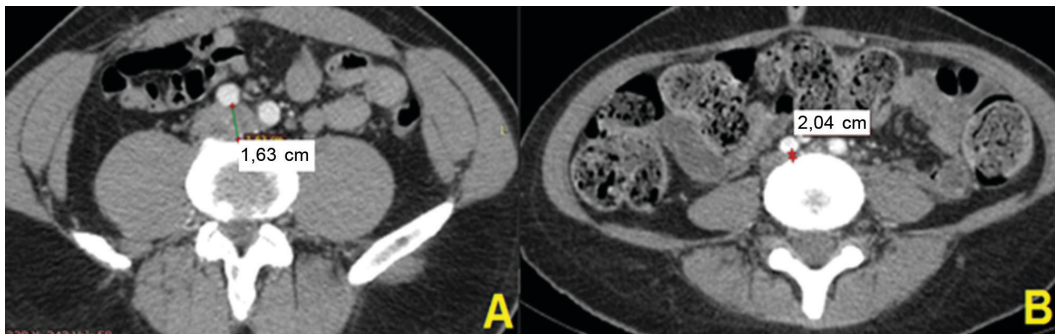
Tomografia computadorizada com contraste endovenoso demonstrando aferição do diâmetro da veia íliaca comum esquerda entre a artéria íliaca comum direita e a coluna vertebral. (A) Diâmetro da veia íliaca comum esquerda em paciente sem compressão venosa (paciente n 10); (B) Diâmetro da veia íliaca comum esquerda em paciente com compressão venosa (paciente n 24).
